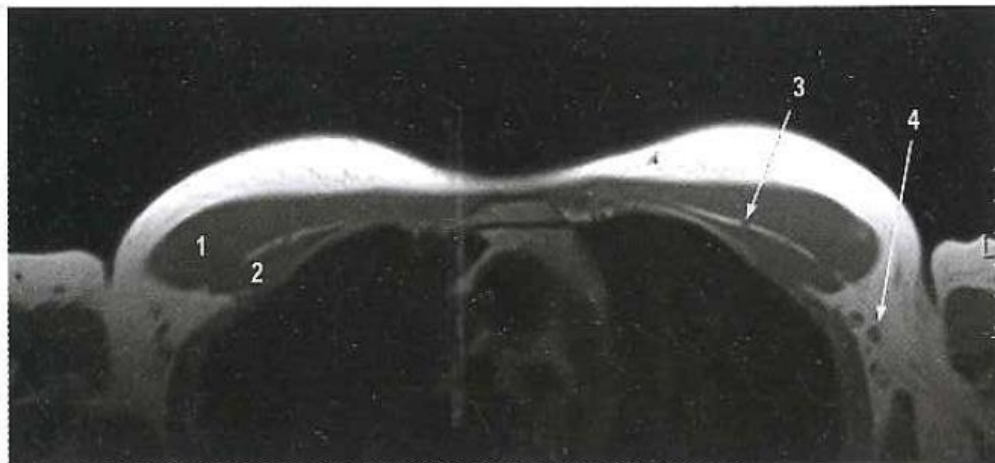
Resonancia magnética con ganglios axilares.
